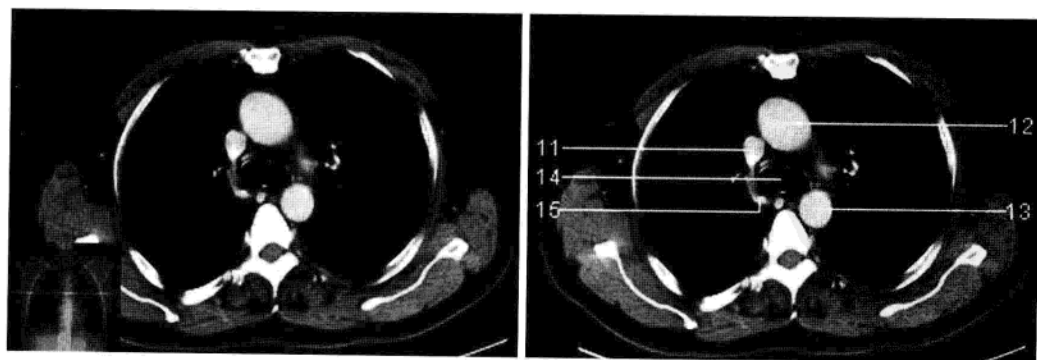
主动脉窗层面 (增强 CT 图像)
